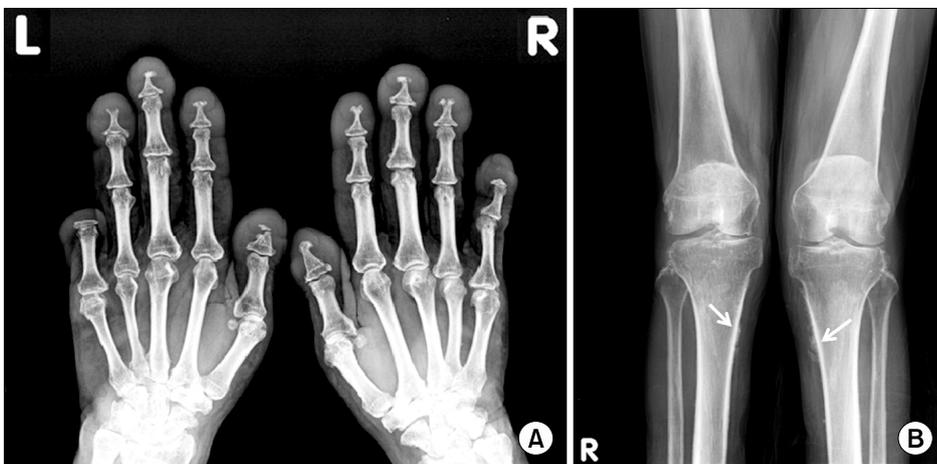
(A) Plain radiograph of both hands demonstrate acroosteolysis. Extensive bone lysis of distal phalanges with bases for the preservation are seen. (B) Plain radiograph of lower extremities shows irregular linear cortical thickening of both proximal tibia (white arrows) and periosteal new bone formation.
